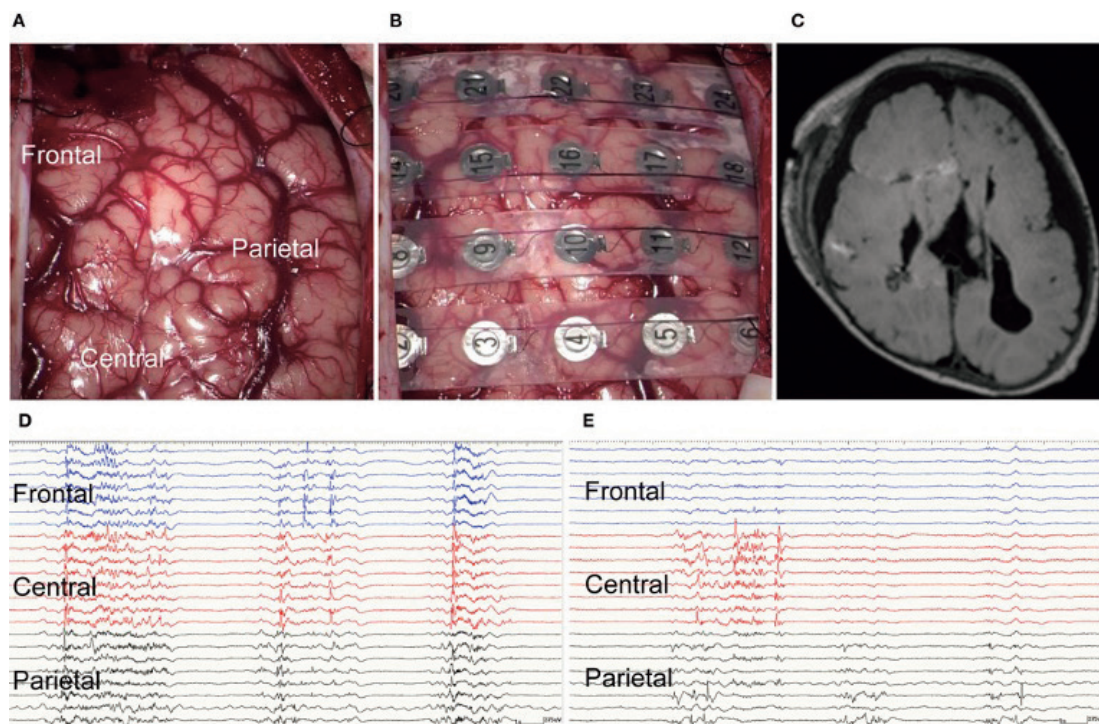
術中初見 (A,B) / 術後MRI (C) / 離断前頭蓋内脳波 (D) / 離断後頭蓋内脳波 (E)
